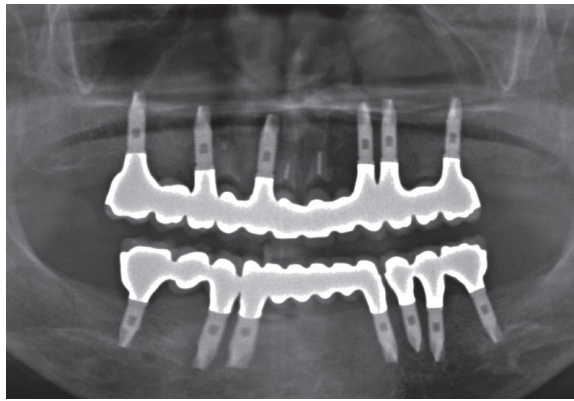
술후 1년 후의 파노라마 방사선 사진.
